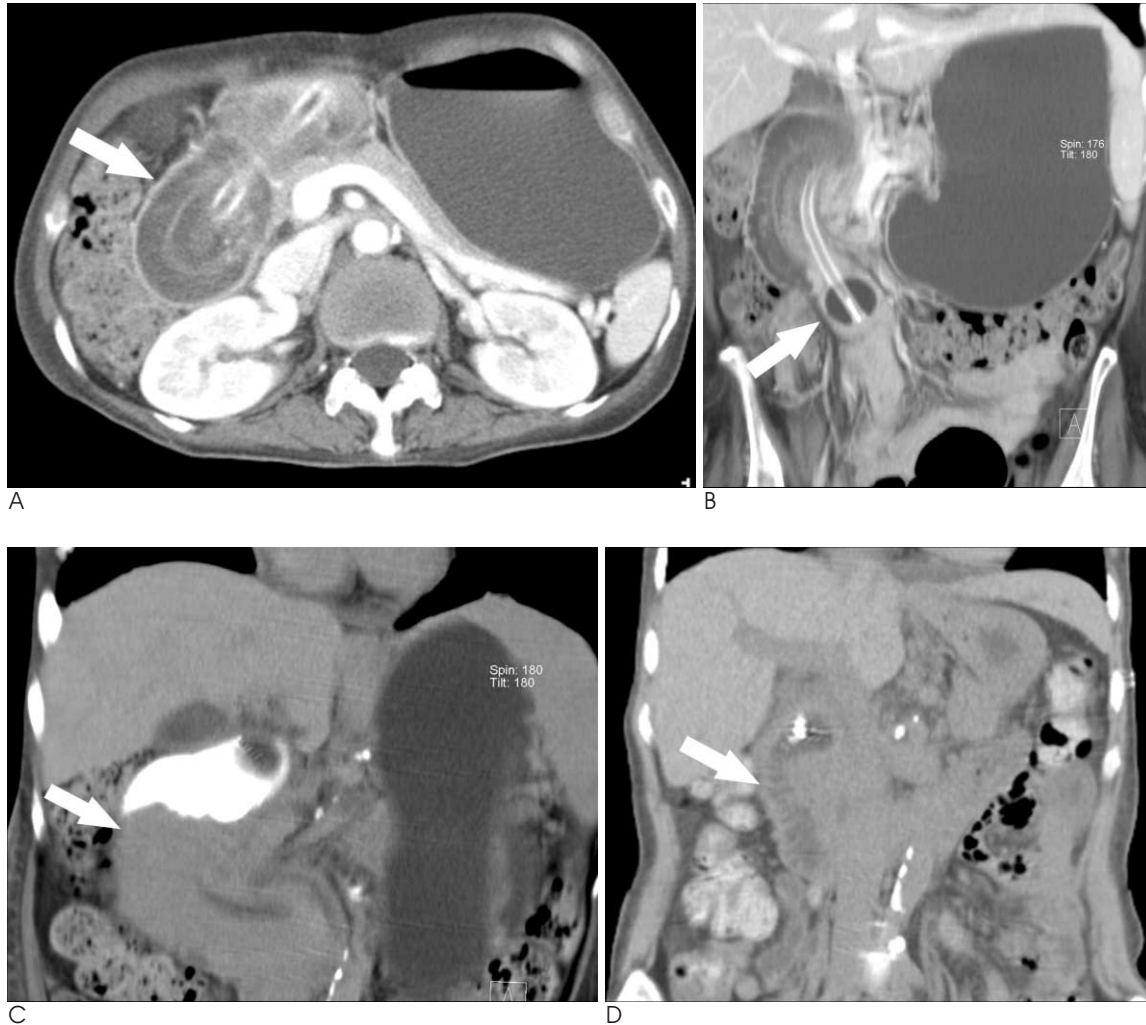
A. Portal venous phase of axial CT scan shows target lesion (arrow) at the 2nd portion of duodenum which composed of the jejunal loop as an intussusceptum and the duodenum as an intussusciptions, and you can also notice gastric distension. B. Initial curved reformatted MPR image shows a markedly distended, fluid-filled stomach with retrograde jejuno-duodenal intussusception. Balloon of the tube (arrow) is located in the 3rd portion of duodenum. C. When the balloon of the tube was deflated and repositioned, the small bowel lumen was slightly decompressed. Note contrast materials in proximal duodenum injected via the PEG tube, and incompletely reduced intussusception (arrow). D. After four days, coronal reformatted MPR image shows spontaneously improved intussusception and decompression of duodenum (arrow).
